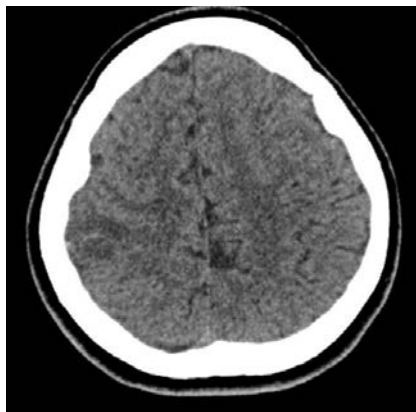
МСКТ головного мозга пациентки Д., 27 лет, в день поступления. В правой теменной области субкортикально определяется гиподенсная зона с нечеткими границами и мелкими гиперденсными участками.
